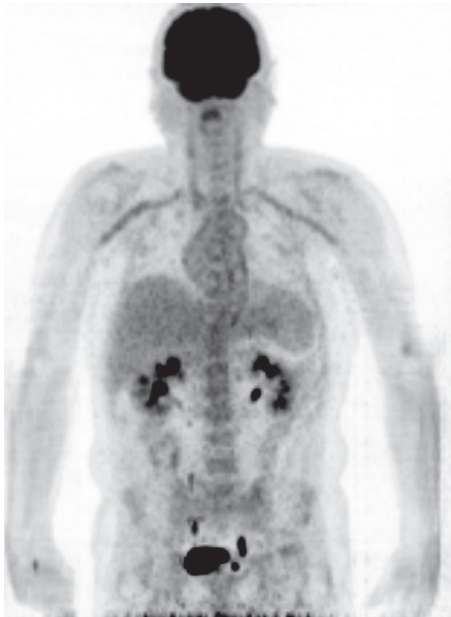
Forme masquée (fièvre prolongée, syndrome inflammatoire biologique) de maladie de Horton chez un homme de 53 ans. La biopsie d'artère temporale est négative. L'écho-Doppler couleur et l'IRM/ARM, guidés par les résultats de la TEP, montrent un épaissement pariétal avec œdème et sténose régulière bilatérale au niveau des artères sous-clavières et axillaires.
